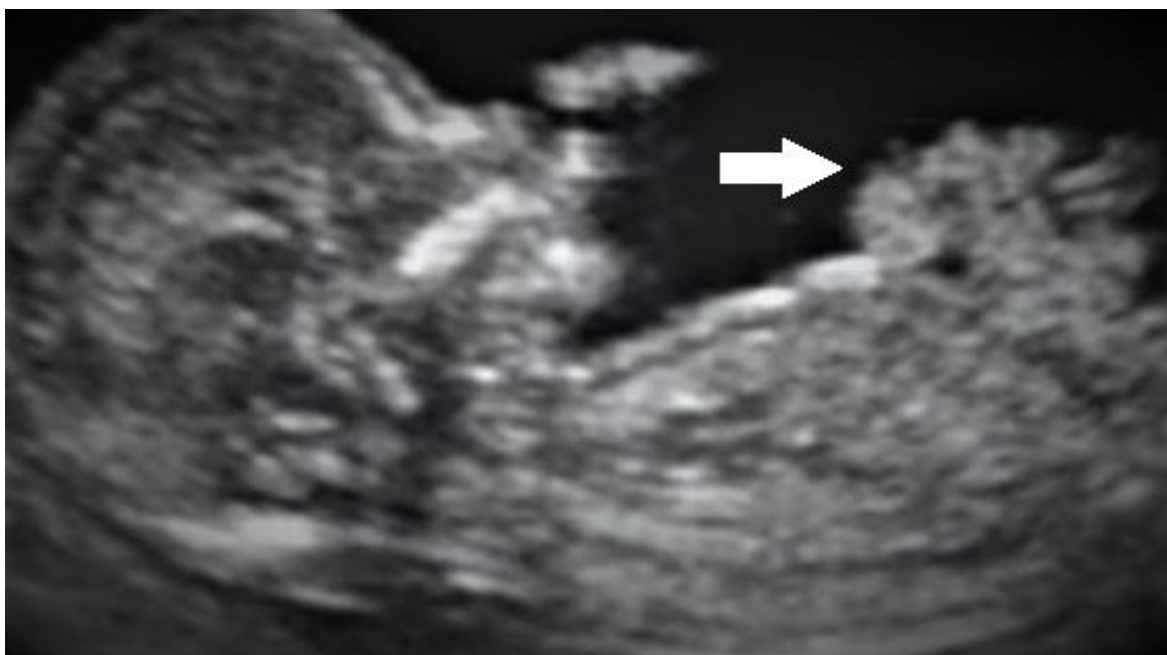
Ultrassonografia bidimensional no plano sagital do abdome de feto de 13 semanas de gestação com gastrosquise. A seta branca indica o aspecto serrilhado das alças livres em contato direto com o líquido amniótico (Extraída do arquivo de imagens da EPM/UNIFESP).
